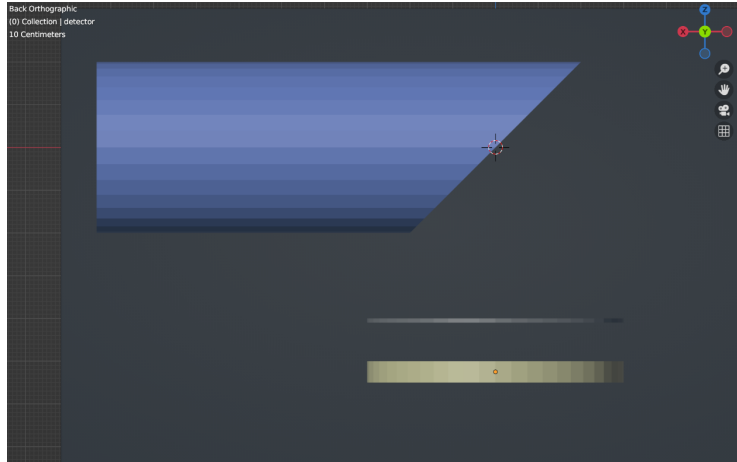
X-Ray tube example geometry constructed with Blender. The components shown, arranged from top to bottom, are as follows: wolframium anode (blue),aluminiumfilter(gray)andsilicondetector(yellow).
